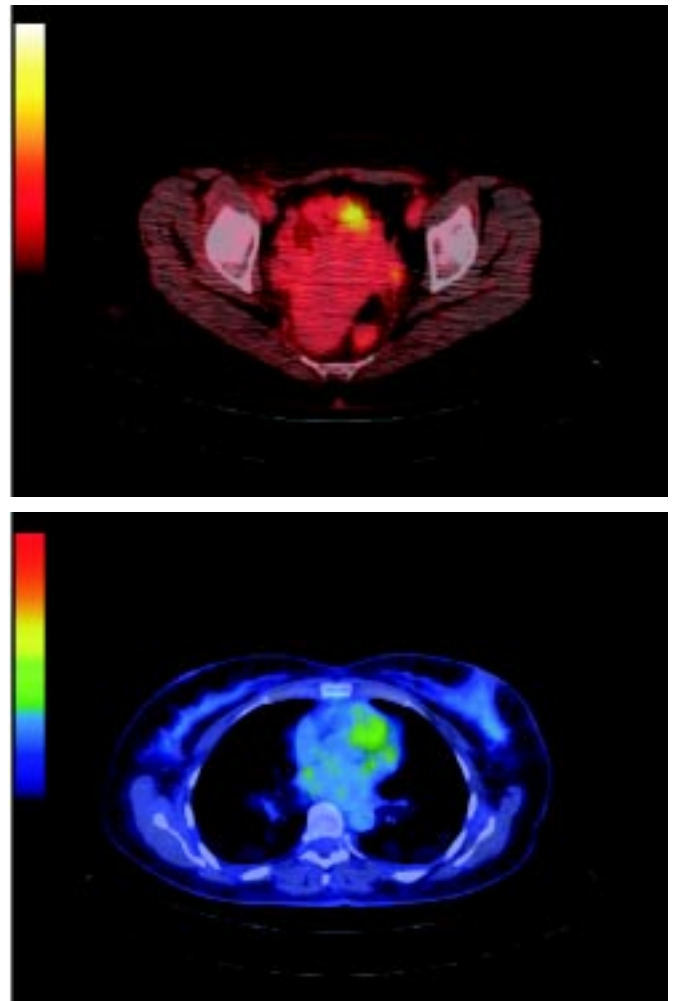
Результати ПЕТ–КТ дослідження пацієнтки М.
